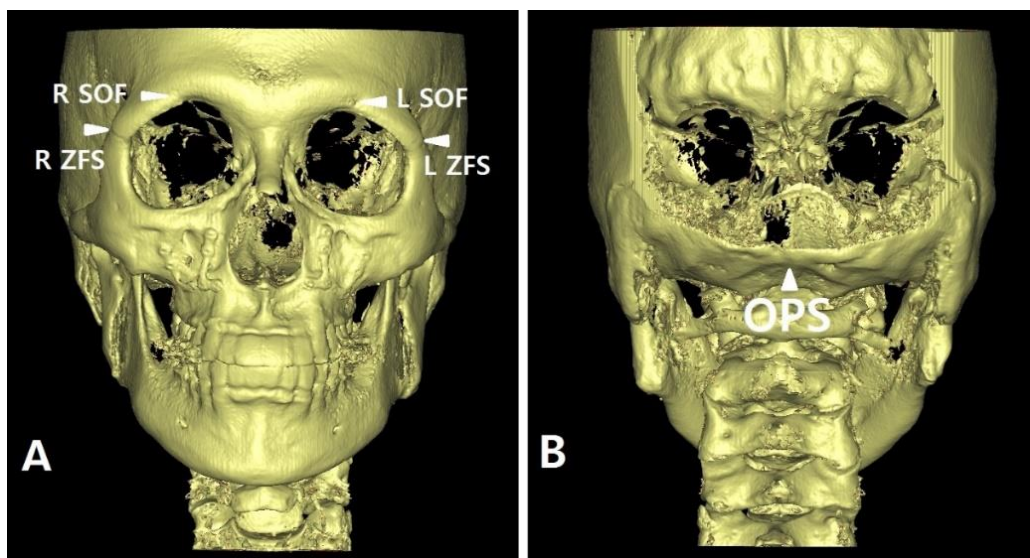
The skull points with the reference points used to superimpose 1-month and 1-year postoperative 3D CT model.
